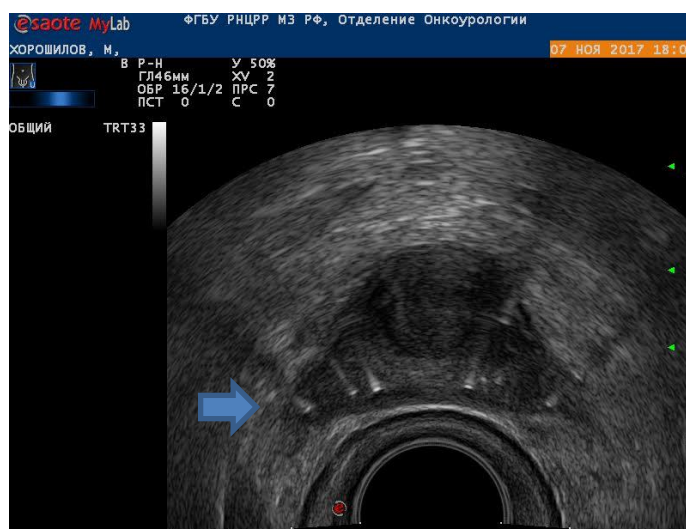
Миграция источника, выявленная по данным ТРУЗИ
